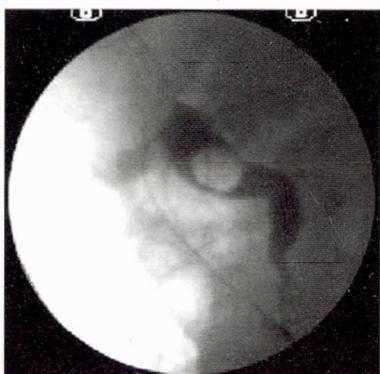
Проведение назобилиарного дренажа (рентгенограмма)
